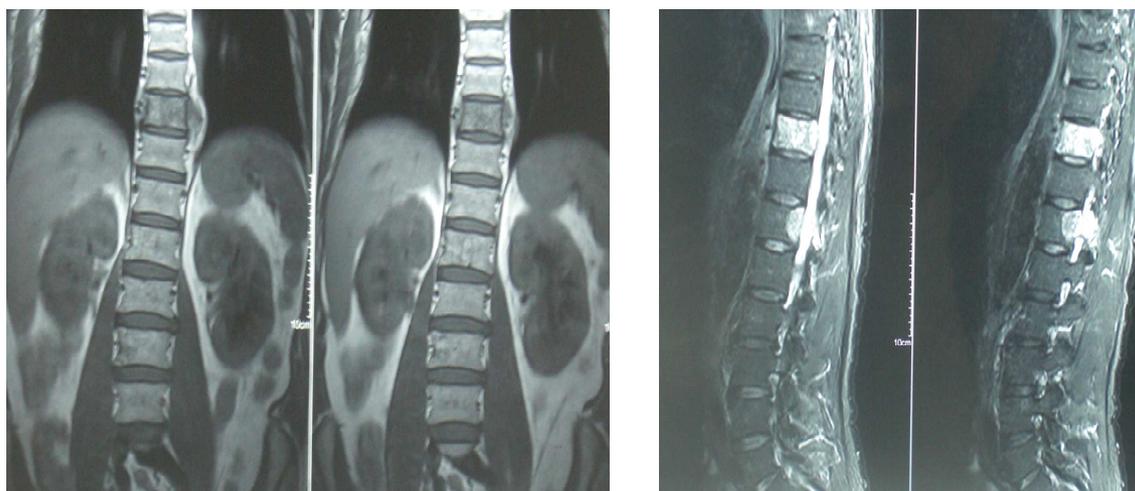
RMN dorso-lombo-sacrale: alterazione del soma di D10 con presenza di tessuto intracanalare che riduce l'ampiezza dello speco vertebrale osseo compatibile con la presenza di angioma aggressivo. Il soma appare inoltre quasi completamente avvolto da un manicotto di tessuto patologico che circonda per circa 1.5 cm l'aorta toracica. Sia il soma che il manicotto sono dotati di vivace e disomogeneo *contrast enhancement*.
